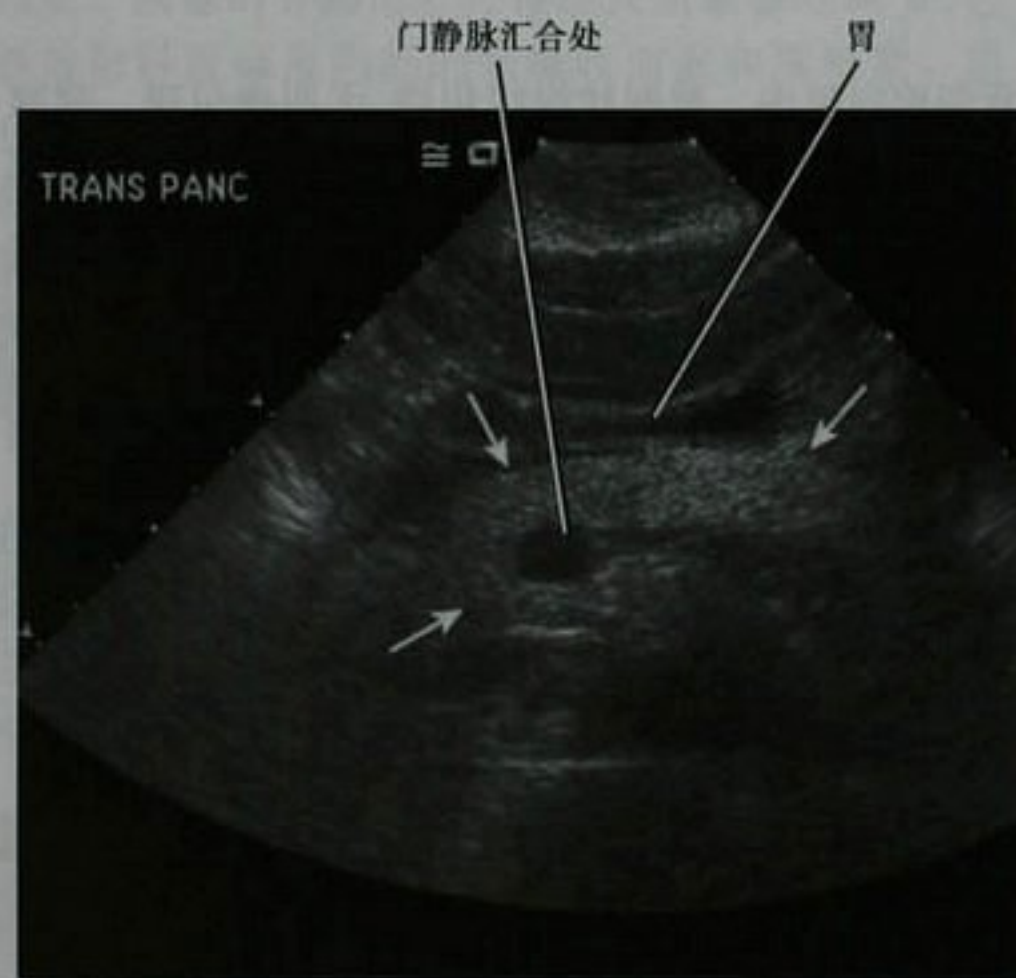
无胰腺疾病患者,正常胰腺的横断面超声(箭头)
